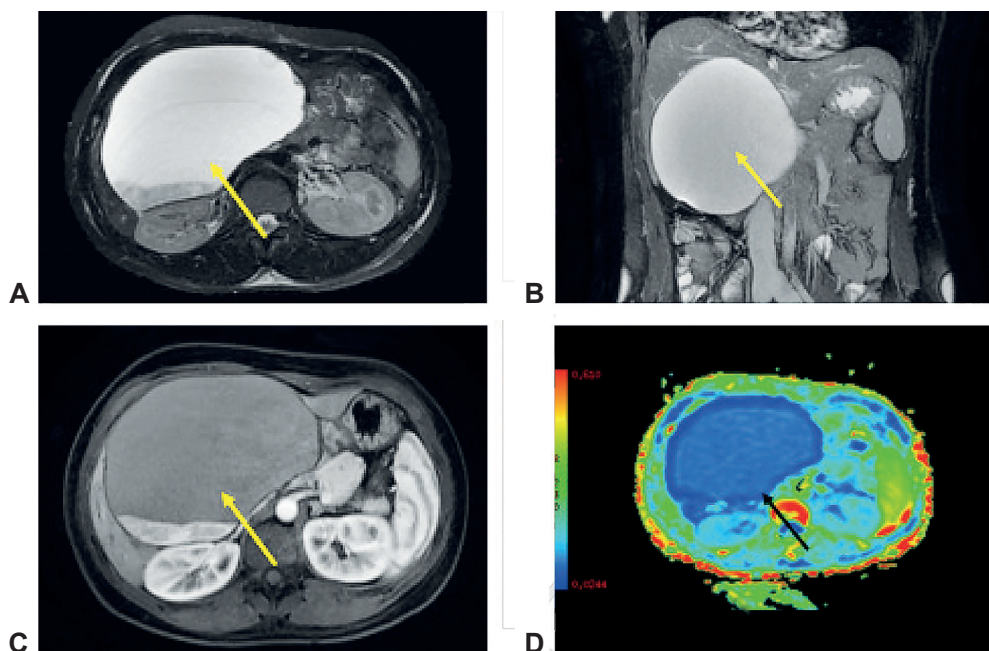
A: Resonancia nuclear magnética de abdomen, corte axial T2. B: Corte coronal. C: Corte axial T1. D: Corte axial técnica de difusión. La flecha señala la masa hepática. Fuente: Elaboración propia de los autores.
